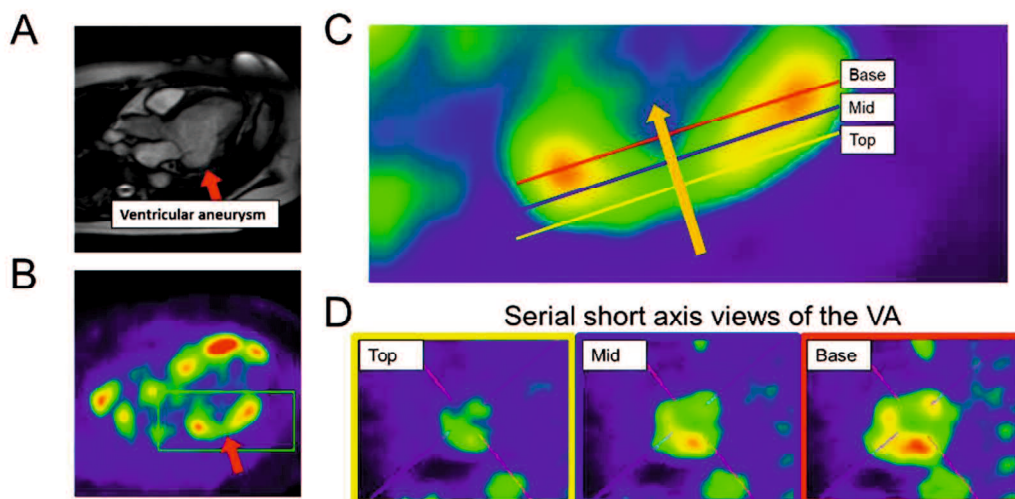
^{18}F -FDG PET/CT の再構成過程 (Case 1)
